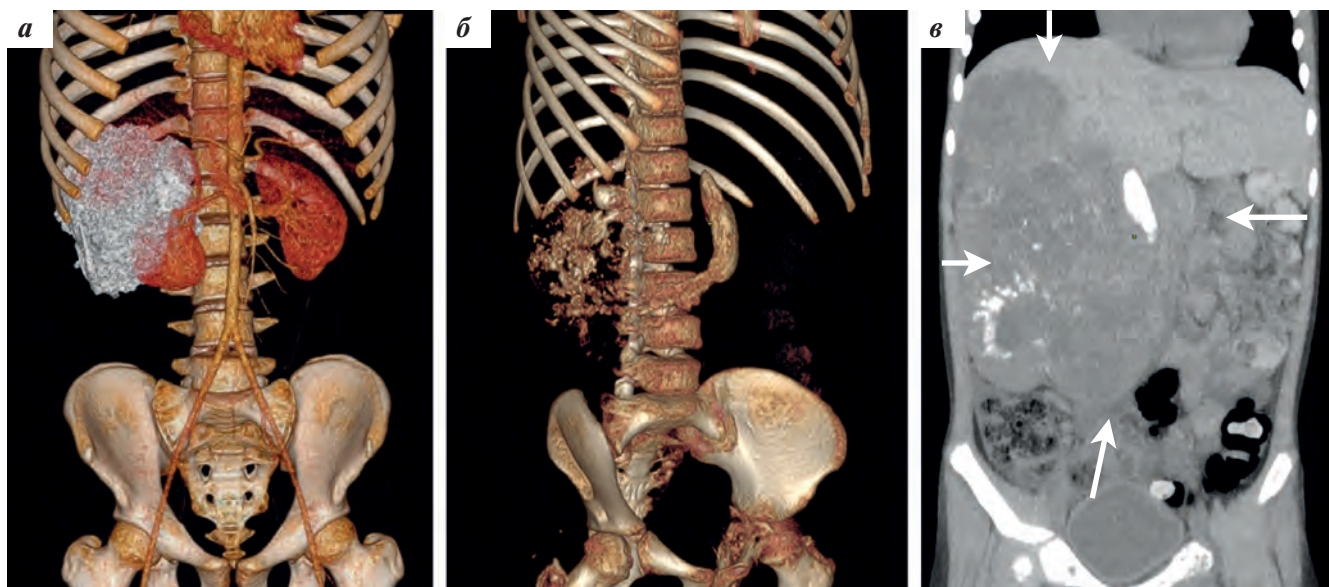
3D и планарная реконструкции первичного КТ-исследования (опухоль с участками кальцинатной плотности): фронтальное изображение (а), косое изображение (б), фронтальная реконструкция — опухоль отмечена стрелками (в)
